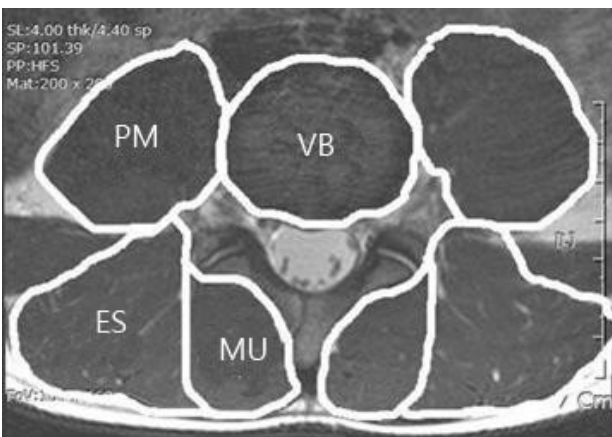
T2-weighted image obtained in an axial plane of the center height of L4-5. Using measure area Free Line ROI (region of interest) for calculating cross-sectional areas of Psoas major (PM), Multifidus (MU) and Erector spinae (ES), Vertebral body (VB).
